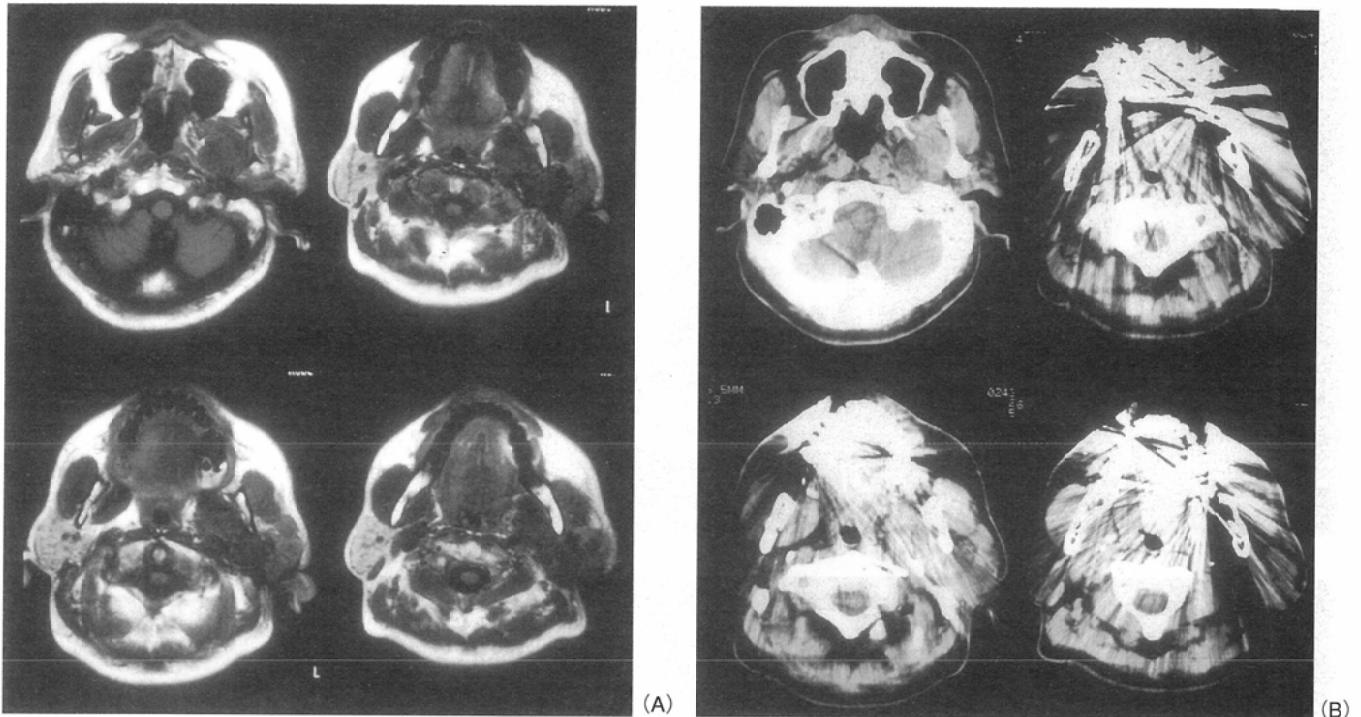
Case 15: lt. parapharyngeal space tumor a: MRI showing clear depiction of tumor site and feature. b: CT images failing to show them by metallic artifacts.
